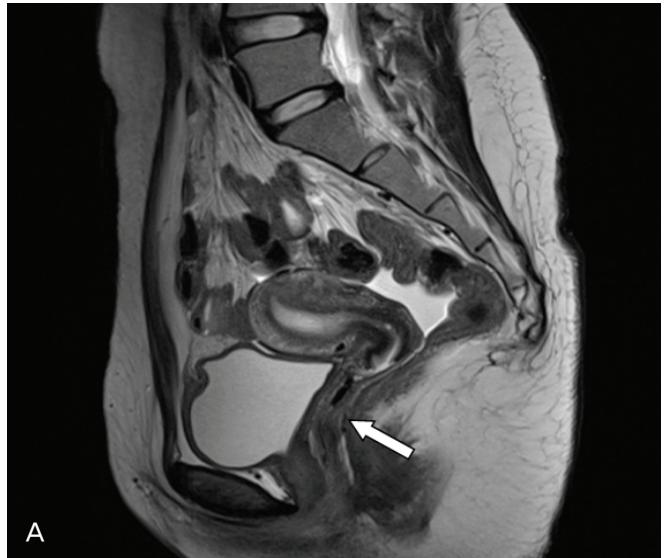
Sagittal (A) and axial (B) T2-weighted magnetic resonance image show vaginal septum as low signal intensity stripe (arrow).
